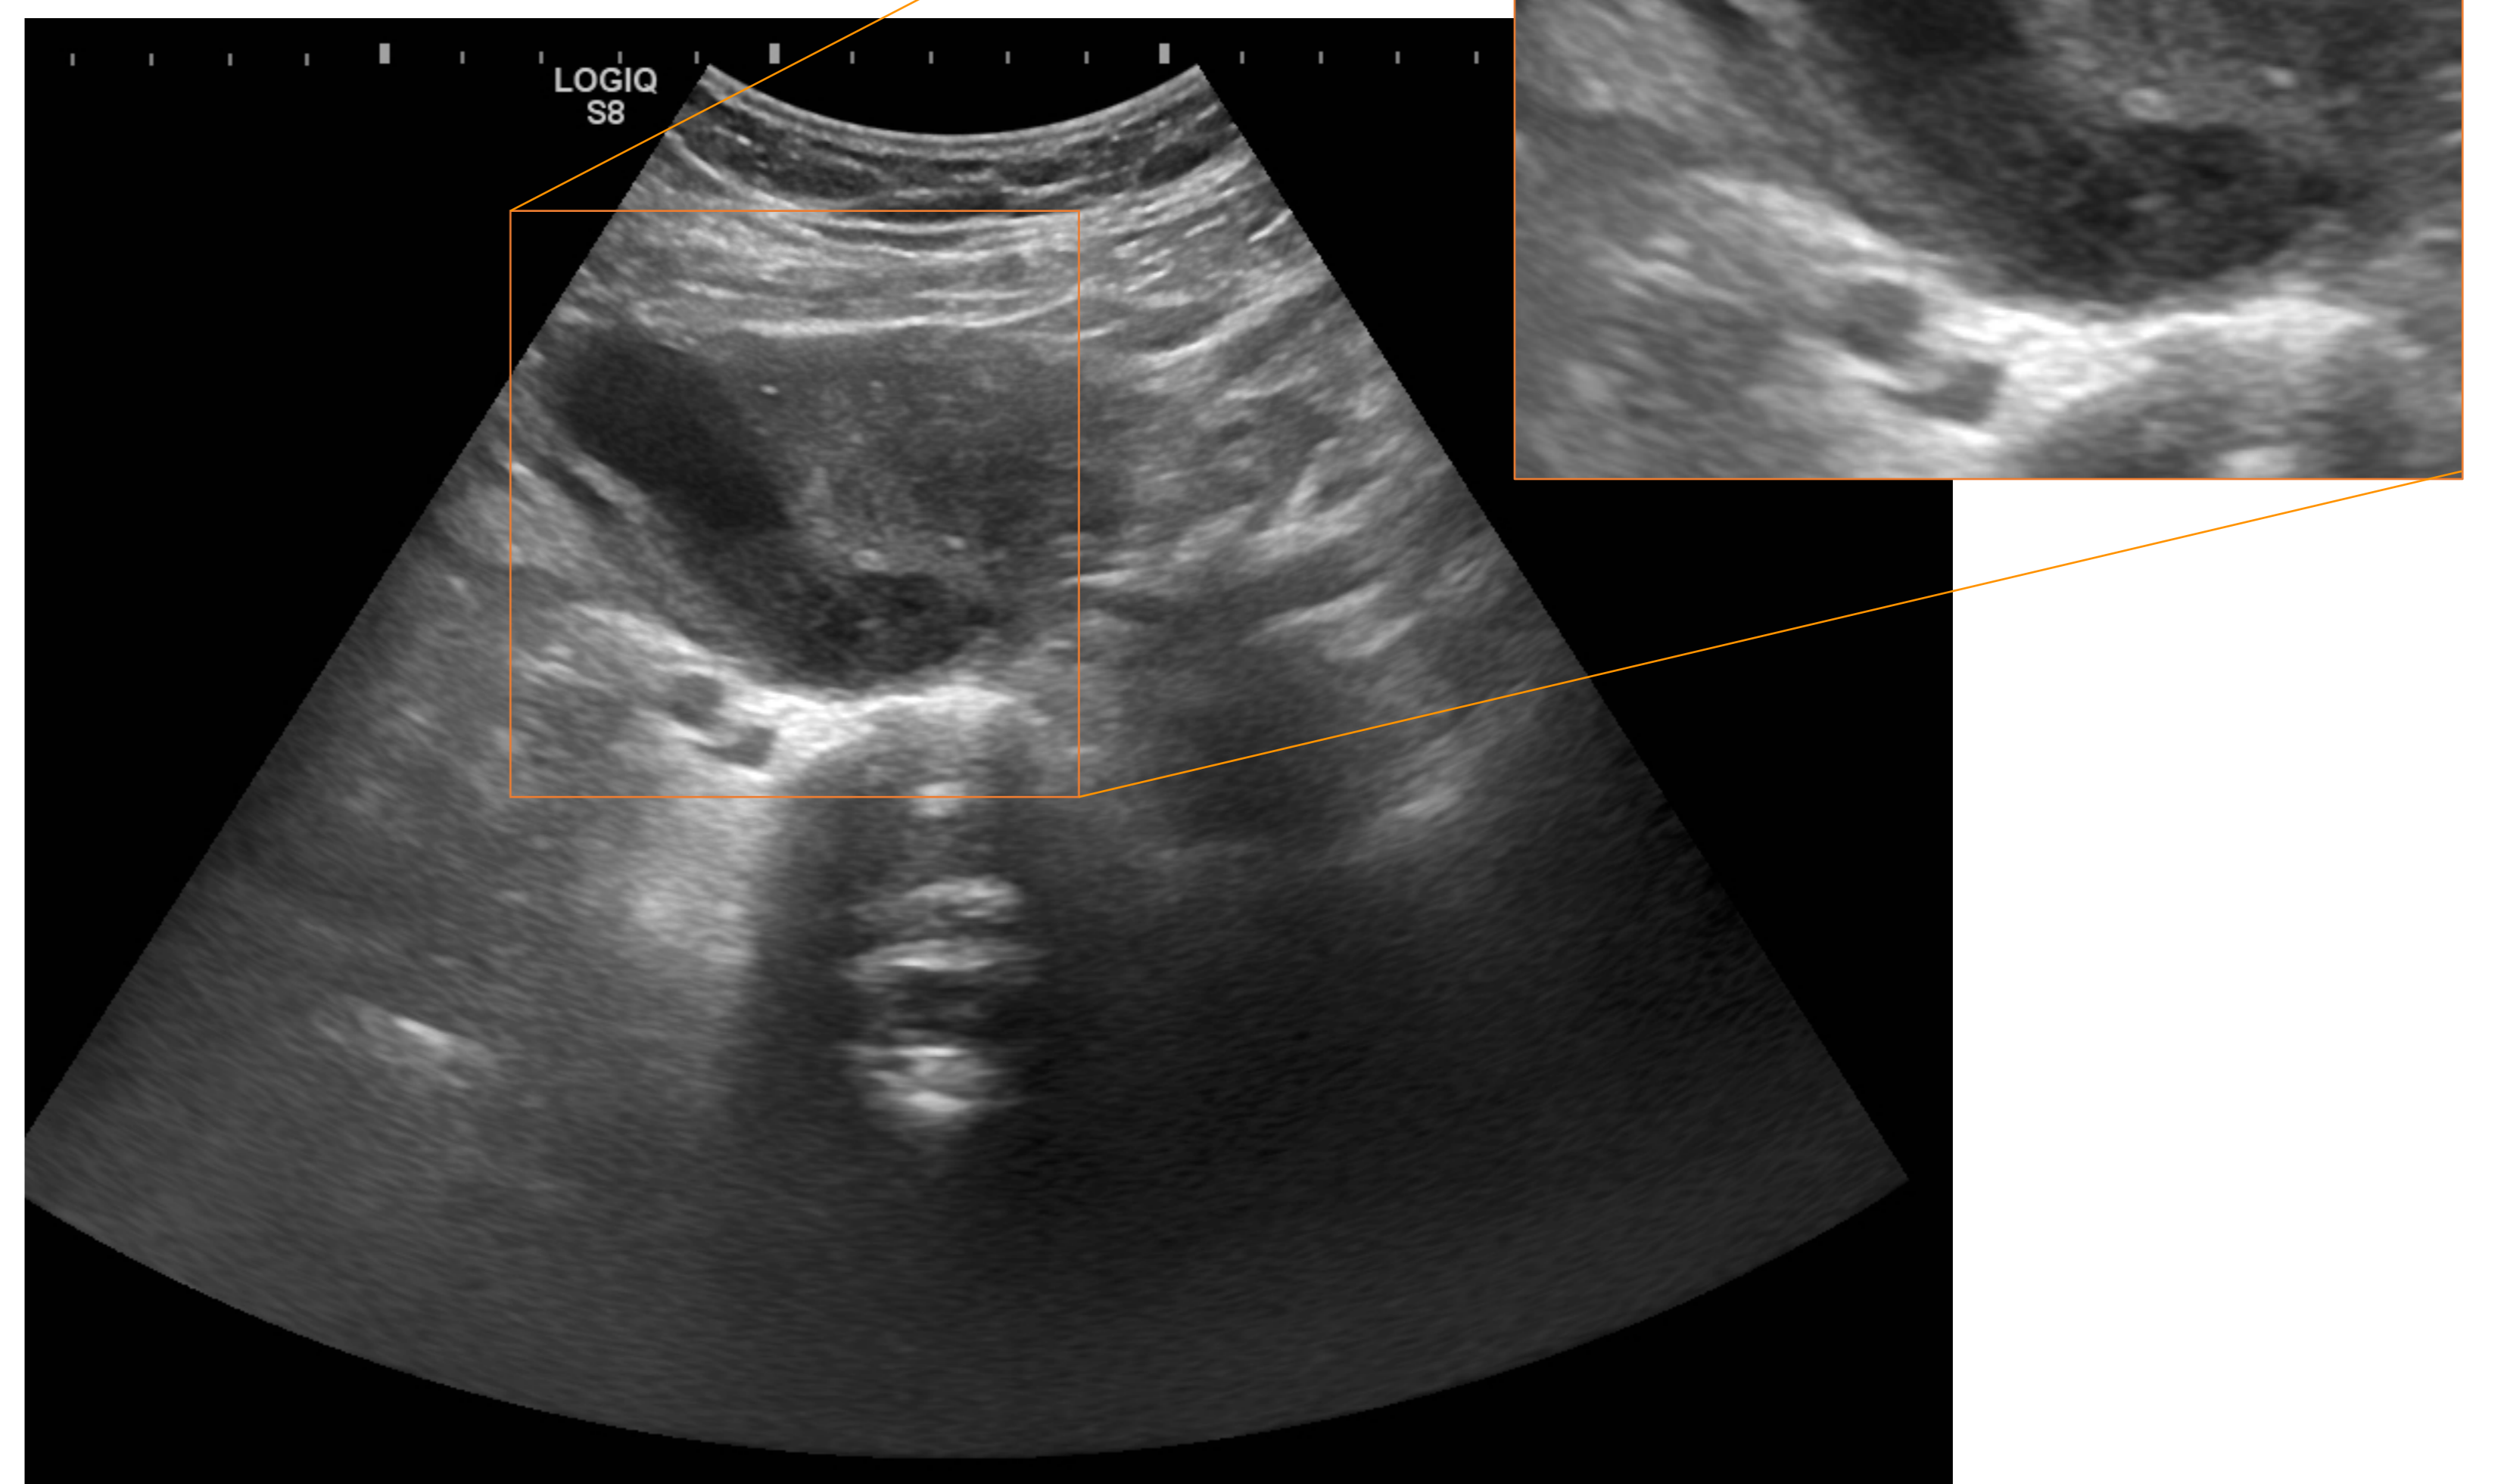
Paciente que acude por dolor en fosa ilíaca derecha. En la ecografía se objetiva una imagen tubular parauterina derecha, adyacente al ovario derecho, de 2 cm de calibre sugestiva de corresponder a la trompa uterina dilatada. En su interior se observa contenido ecogénico formando un nivel y pequeña cantidad de líquido libre. Hallazgos sugestivos de piosálpinx.
